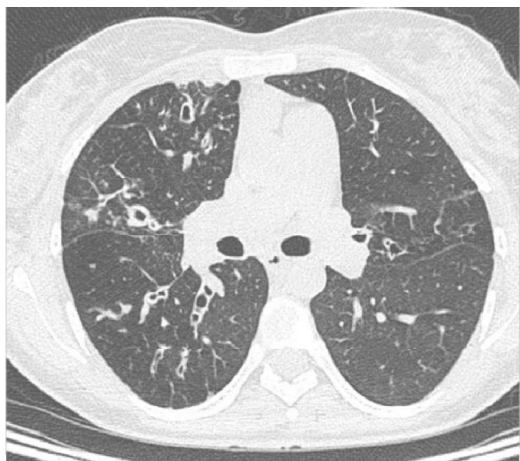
Комп'ютерна томограма грудної порожнини хворого Ш., 19 років. Муковісцидоз, легенева форма. Середньотяжкий перебіг. Фаза загострення за бронхітичним типом. На серединному зрізі визначаються кільцеподібні структури з нерівномірно потовщеними стінками, обумовлені бронхоектазами, поперечний переріз бронха – симптом «персня», плевралегеновий фіброз
